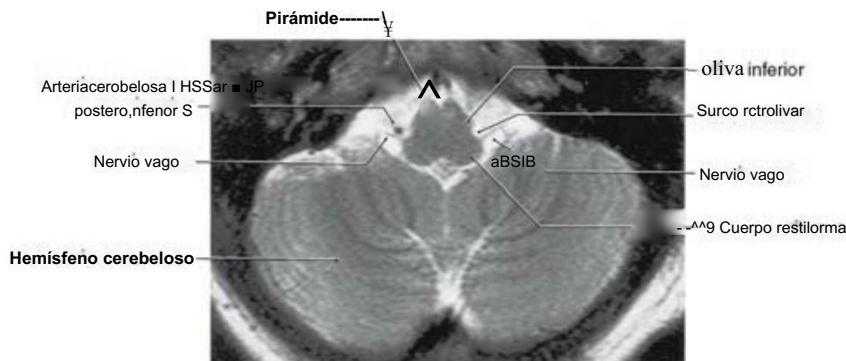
Imagen axial de resonancia magnética potenciada en T2 del bulbo que muestra la raíz del nervio vago (desde el surco retroolivario). Obsérvese la localización de una porción de la arteria cerebrosa posteroinferior.
